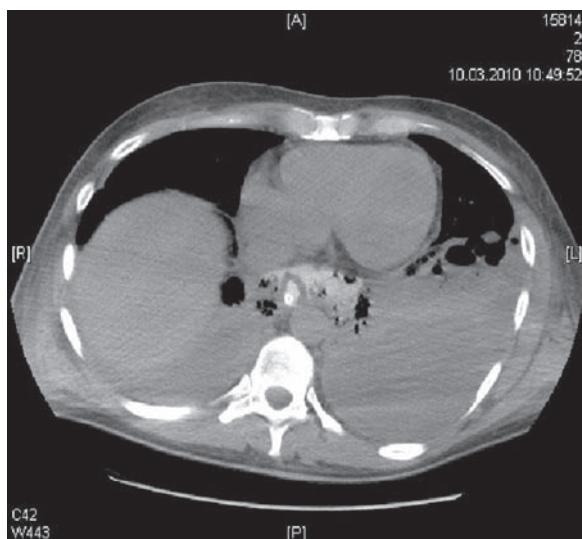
Рентгеновская компьютерная томография грудной клетки пациента Д. с повреждением нижней трети грудного отдела пищевода. Затёк контраста в средостение и левую плевральную полость
